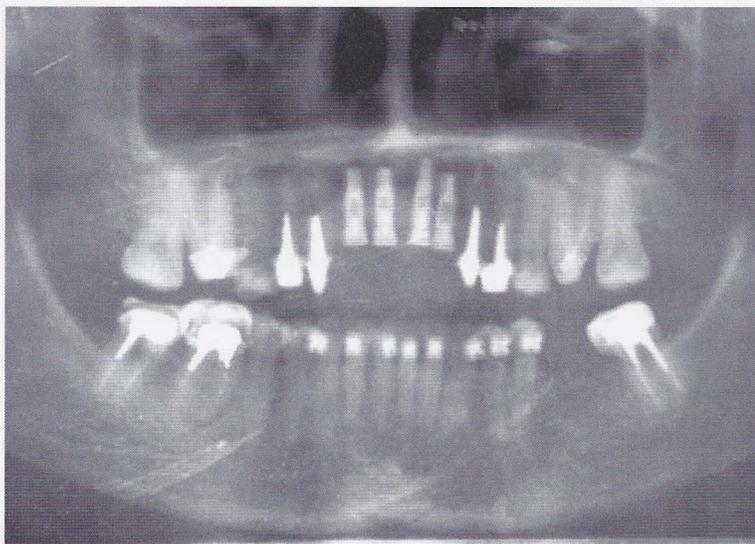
Radiografia panorâmica de 10 meses de Pós-operatório, evidenciando a colocação dos implantes na região anterior da maxila
